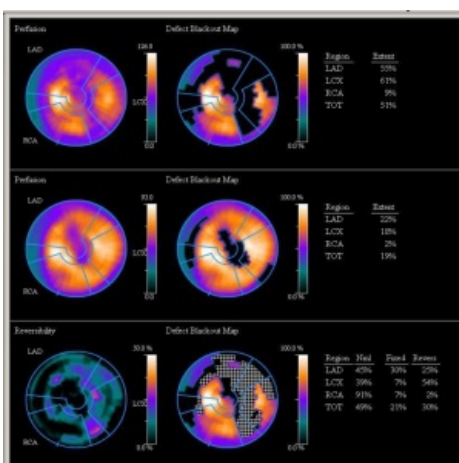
Artefacto de atenuación mamaria en gated-SPECT. Se presentan los porcentajes de afectación por territorios arteriales (tamaño del defecto) en situación de estrés junto al estudio de reposo así como la reversibilidad del defecto, que valorado con la clínica, la ergometría y el trazado electrocardiográfico hacen pensar en un artefacto por atenuación mamaria.
